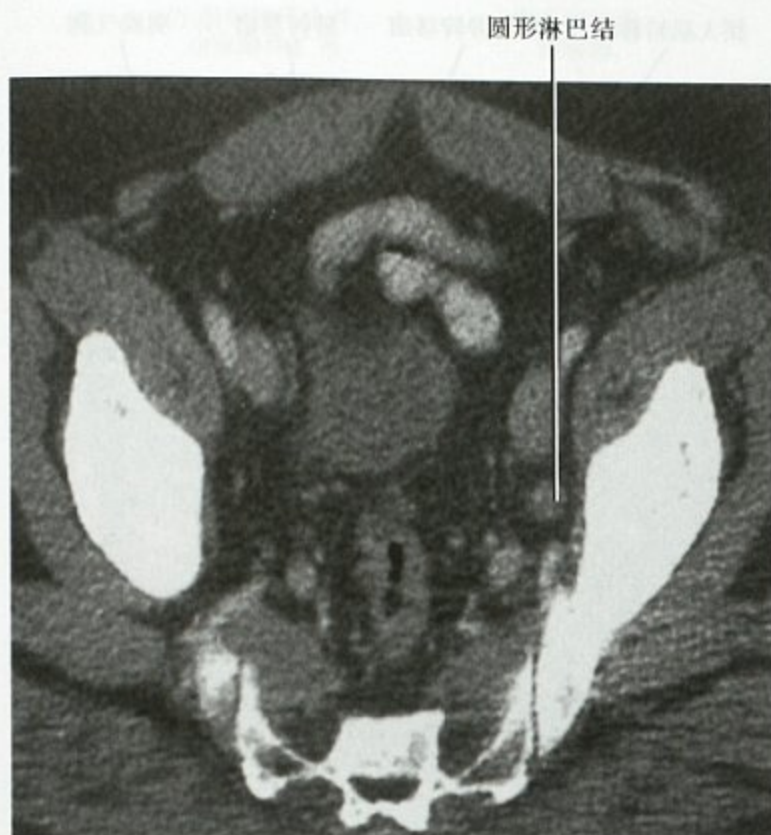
前列腺癌患者,CT 增强横断面可见左侧闭孔内淋巴结转移
